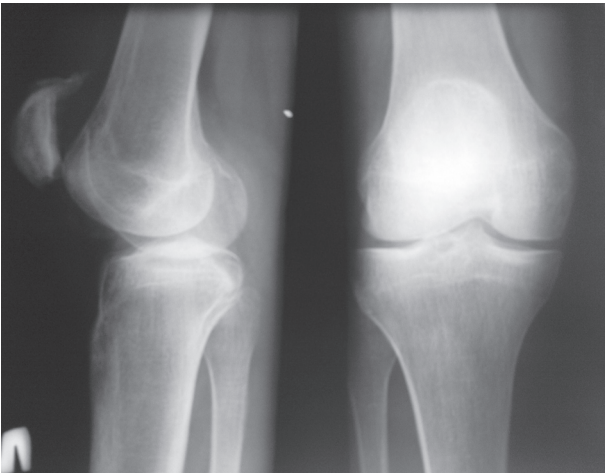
Рентгенограммы 17-летнего больного, который перенёс субтотальную резекцию медиального мениска в возрасте 15 лет
